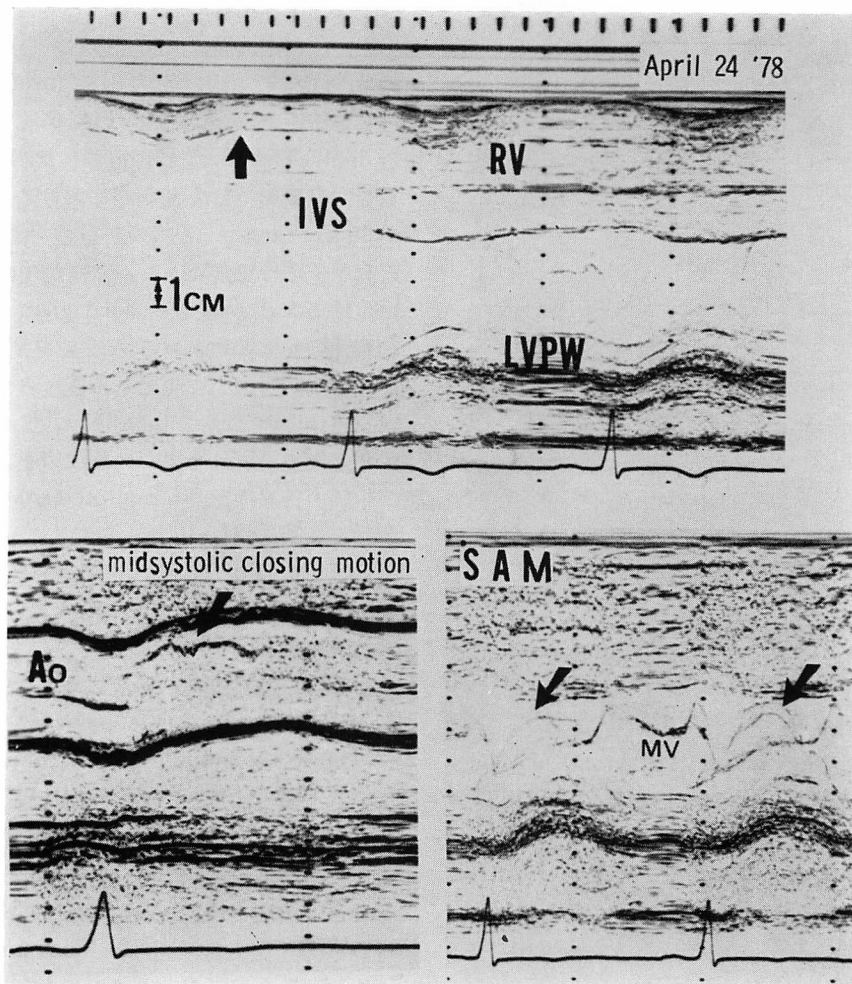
Echocardiograms.
